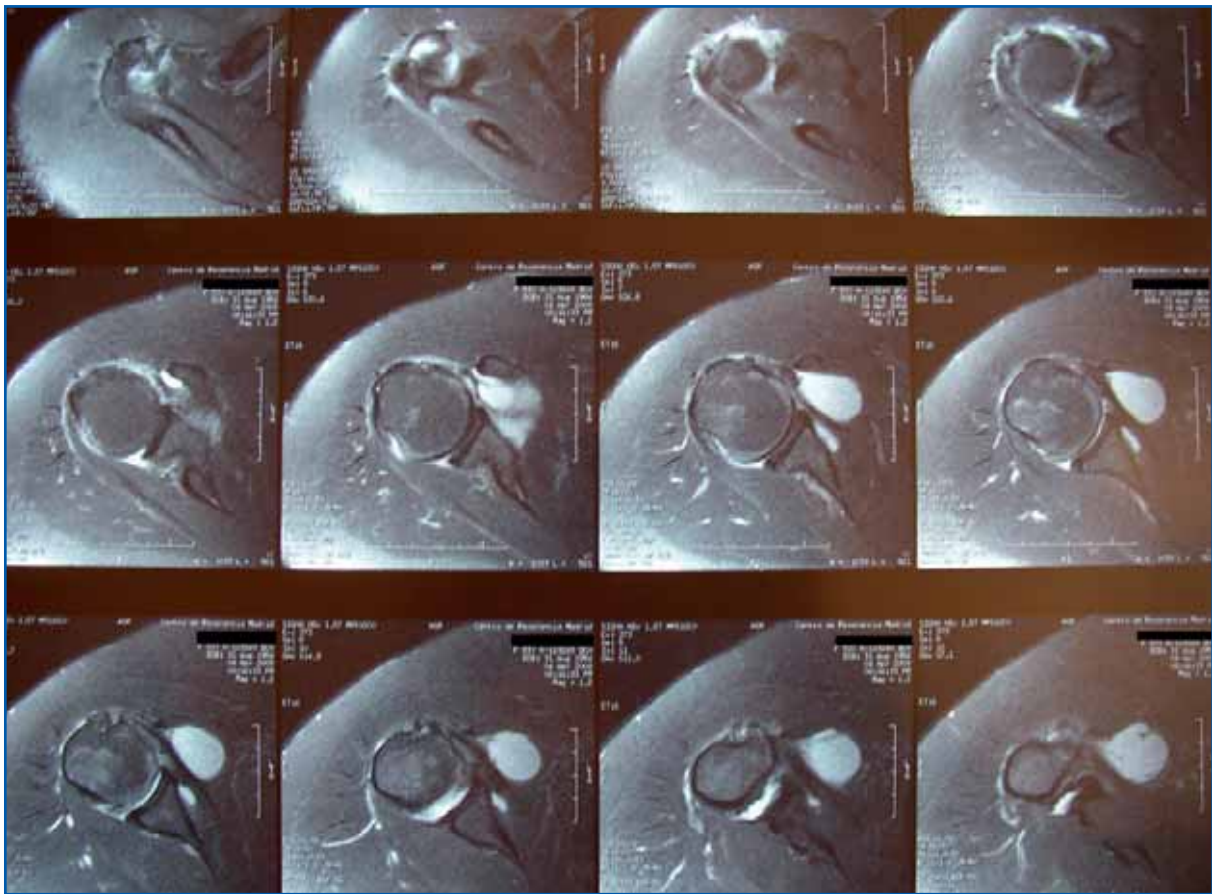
Imágenes de RMN. Corte axial. Se aprecia el quiste desde la zona coracoidea hasta la zona más axilar.
